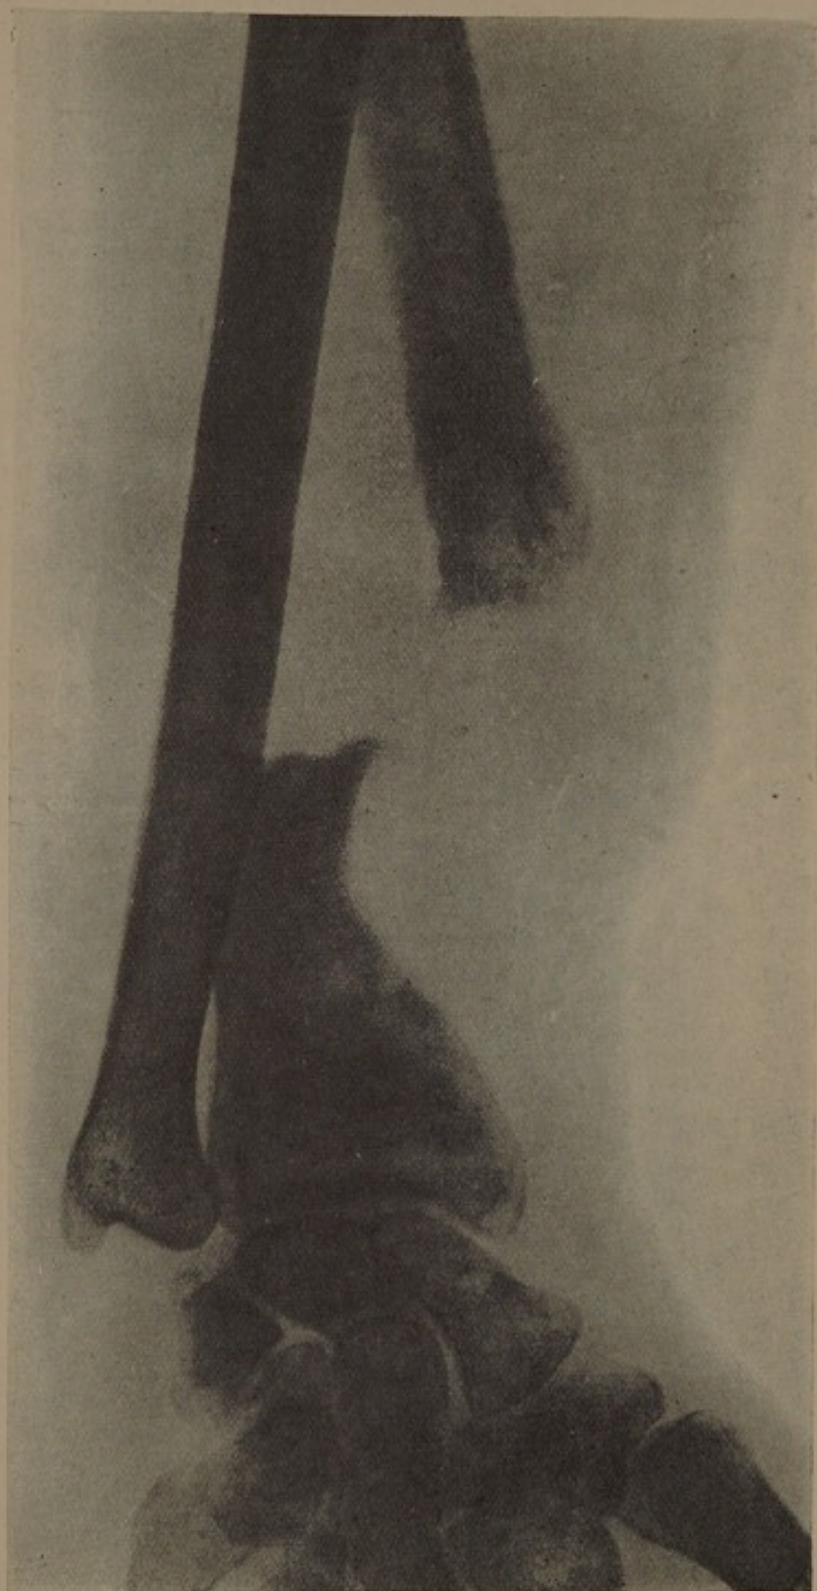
Radiographie de l'avant-bras du blessé Louis R... (obs. XXVIII).
